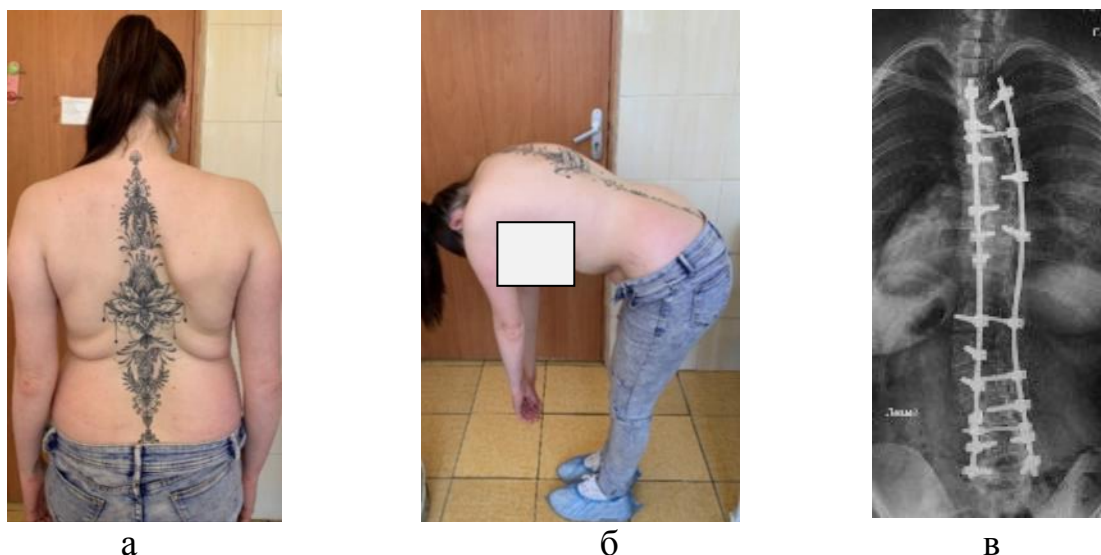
Зовнішній вигляд (а, б) і фотовідбиток рентгенограми фас (в) хворої Б., 22 роки, історія хвороби № 91126 через 3 роки після хірургічного лікування. Без неврологічного дефіциту та помірно обмеженою функцією хребта
